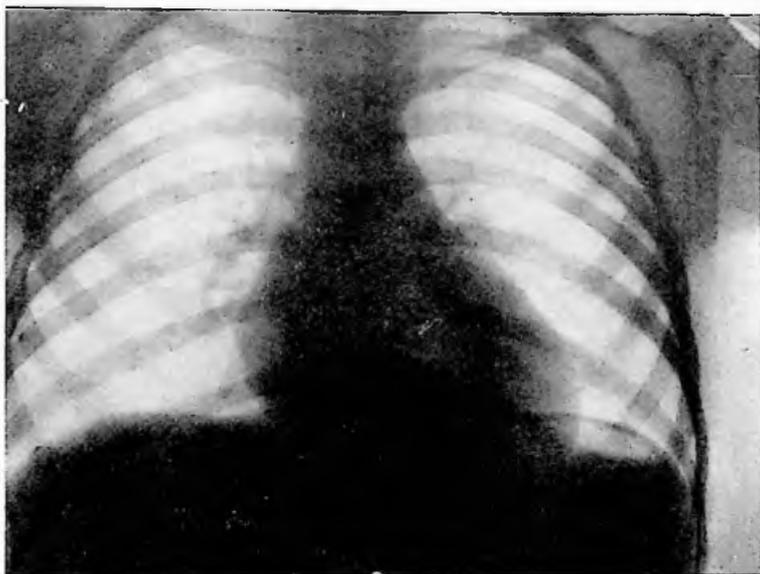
Obs. XXXVII: Tele-radiografia do tórax em 6-2-47.
